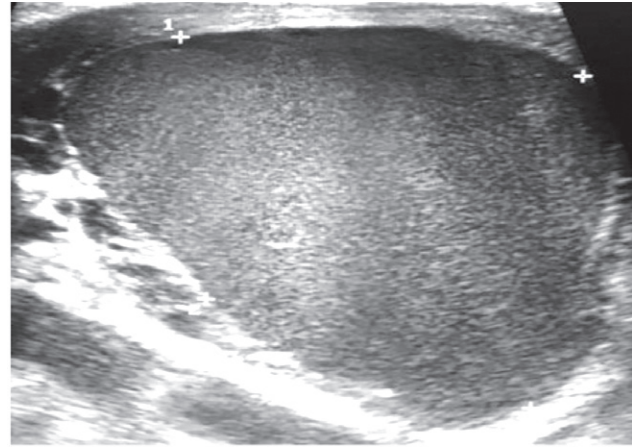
УЗИ лимфангиомы у новорожденного, 1-е сутки
